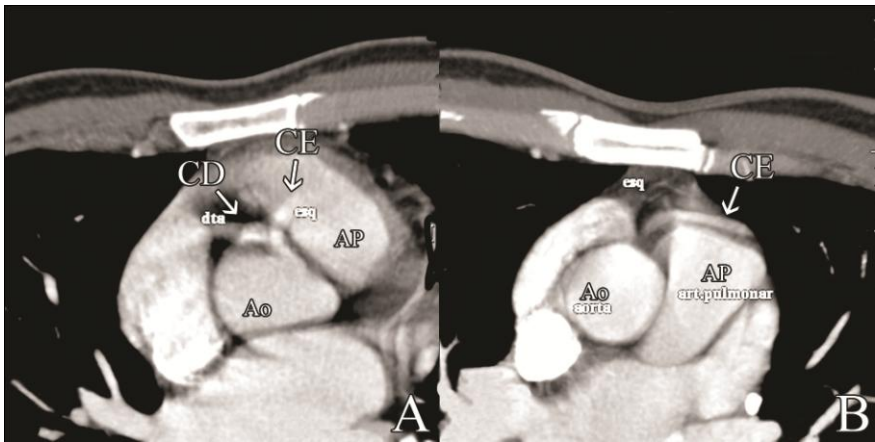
Imagens axiais de coronariografia por TC de 4 cortes (A,B); visualização da aorta (Ao), artéria pulmonar (AP), tronco comum único, com origem no seio aórtico direito, a partir do qual se originam a coronária direita (CD) e coronária esquerda (CE) com trajecto pré pulmonar.
